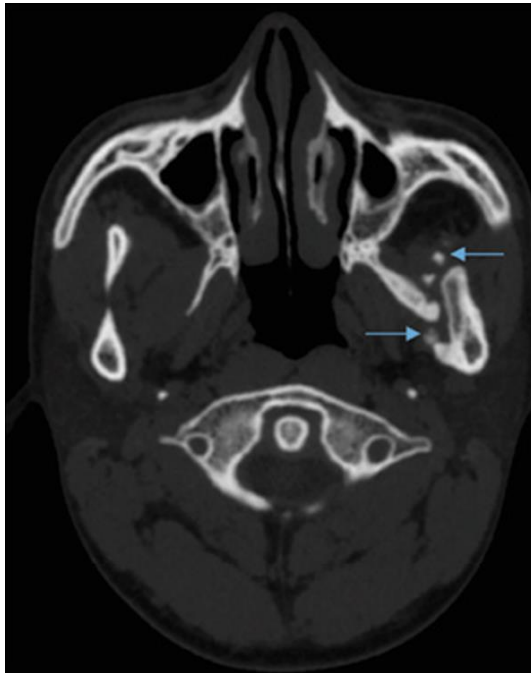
CBCT montrant la formation osseuse hétérotypique au niveau du muscle ptérygoïdien latéral gauche(38)
